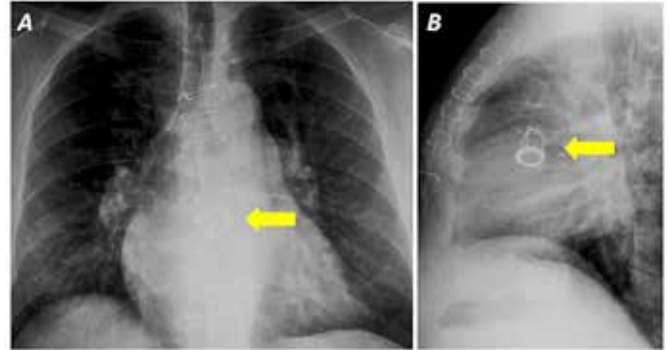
Radiografía simple de tórax evidencia la prótesis Starr-Edwards (PSE).
